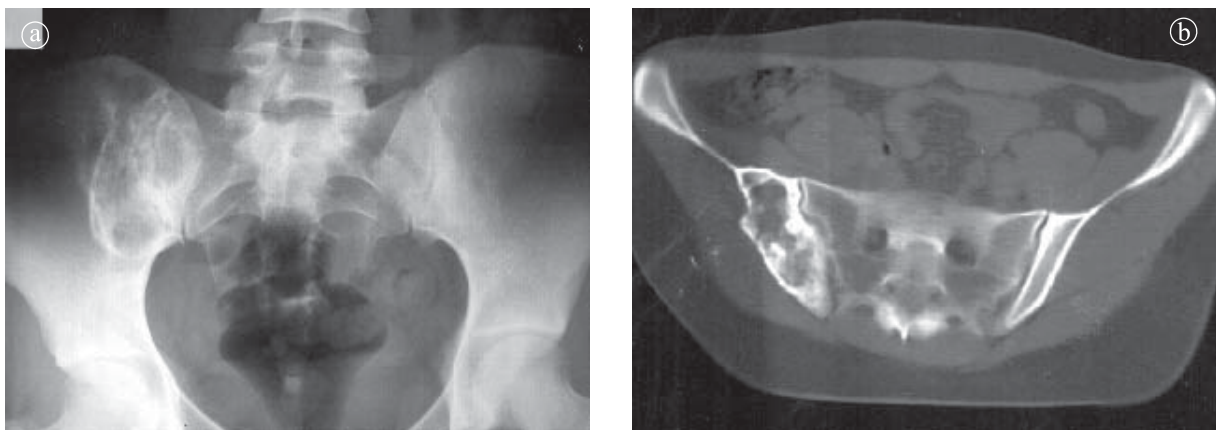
6. Encondrom aripă iliacă dreaptă. a) Radiografie bazin, b) Secțiune axială CT. Zonă hipodensă, bine delimitată cu calcifieri in interior.
